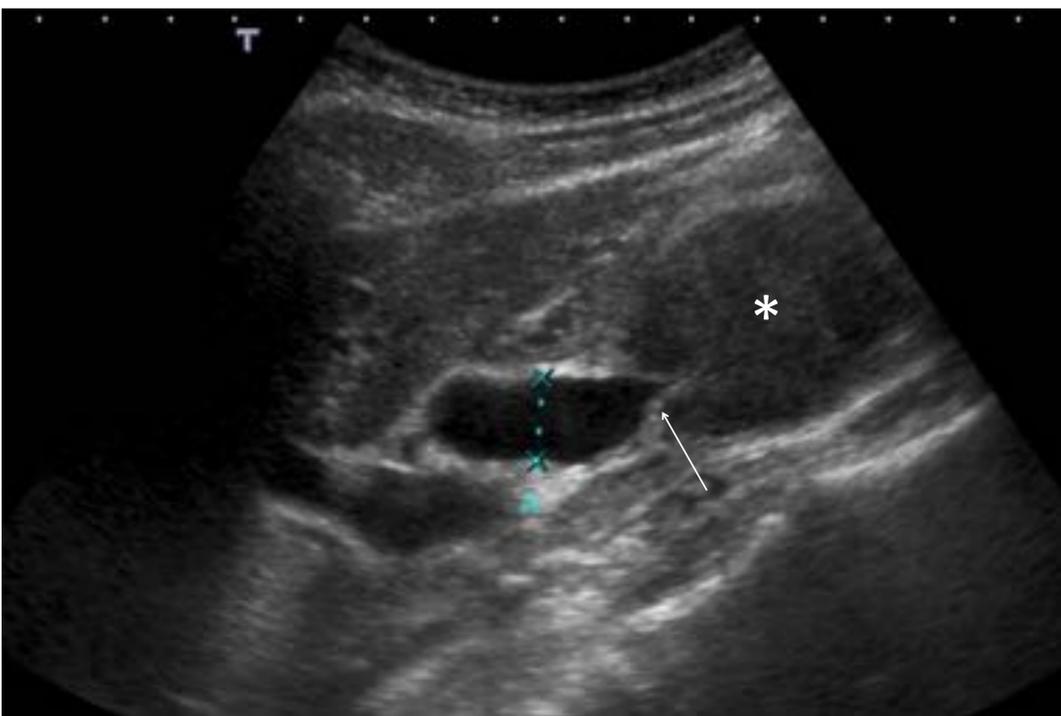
Imagen de ecografía donde se aprecia una dilatación del colédoco con cambio de calibre en el origen del segmento intrapancreático (flecha) a nivel de la cabeza de la glándula que aparece engrosada e hipoecoica (*).
